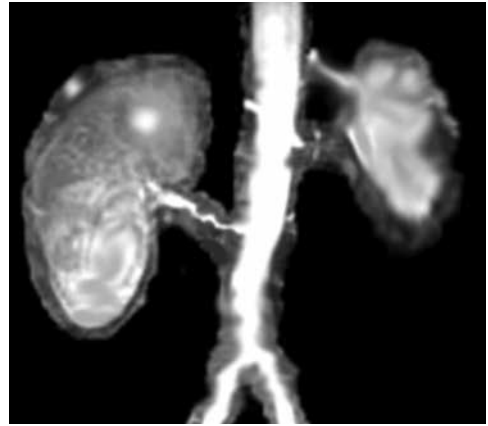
Вазоренальная гипертензия на фоне синдрома Гольдблатта (данные магнитно-резонансной томографии). Имеется критический стеноз правой почечной артерии, окклюзия – левой с атрофией почки; отмечаются признаки выраженного атеросклероза брюшного отдела аорты
